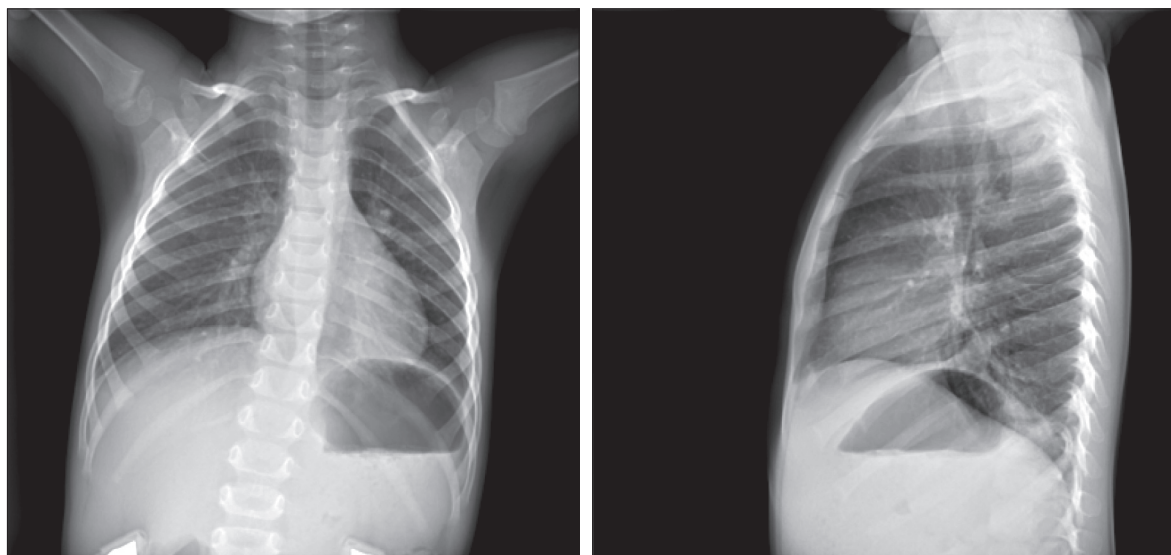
Рентгенограммы пациента А. при поступлении в стационар.
